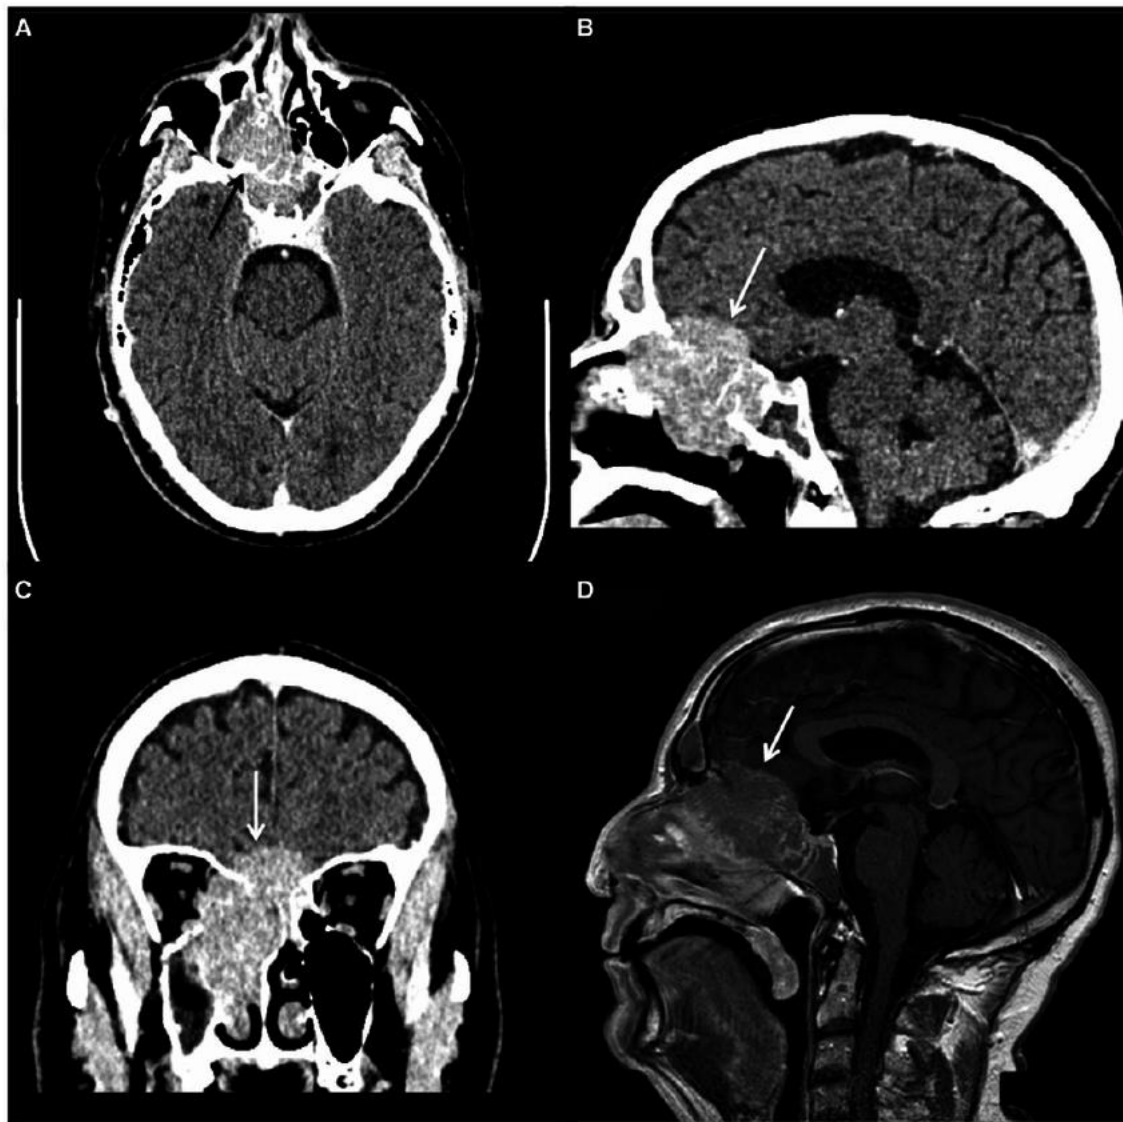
Olfactory neuroblastoma (esthesioneuroblastoma). Axial (A), sagittal (B) and coronal (C) images from a contrast-enhanced CT examination demonstrate an enhancing mass lesion centred on the right cribriform plate extending intracranially (white arrows) into the anterior cranial fossa and the right nasal cavity. (D) Sagittal T1-weighted image from an MRI scan in the same patient showing the right nasal cavity mass extending into the anterior cranial fossa. Biopsy confirmed an olfactory neuroblastoma.
